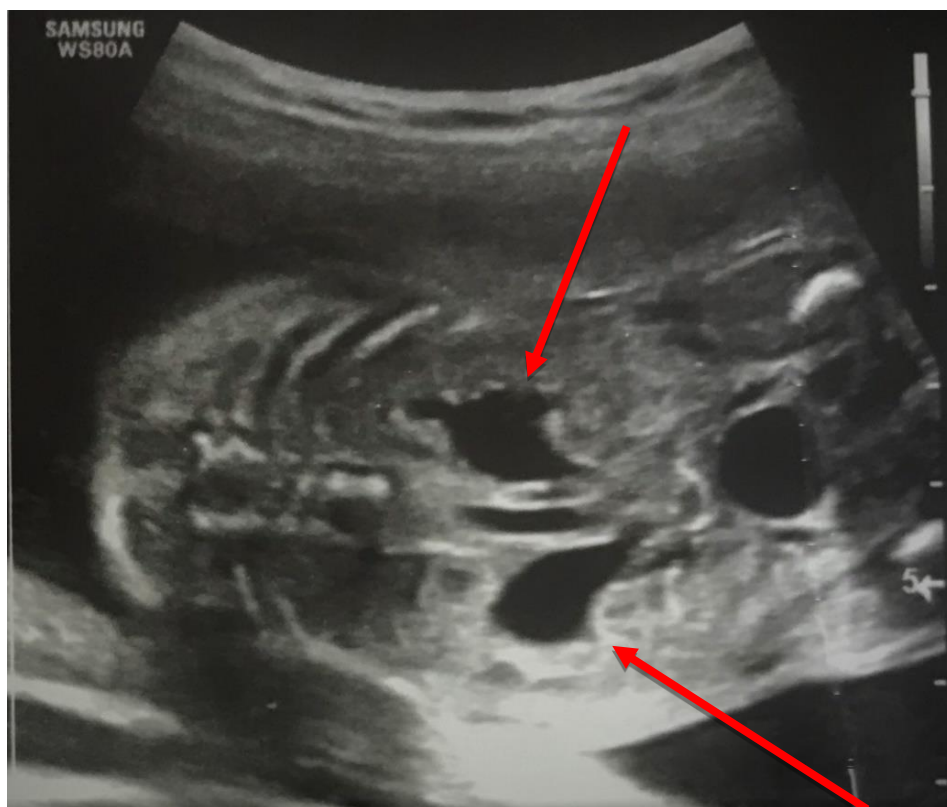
УЗИ плода на 24 неделе беременности
